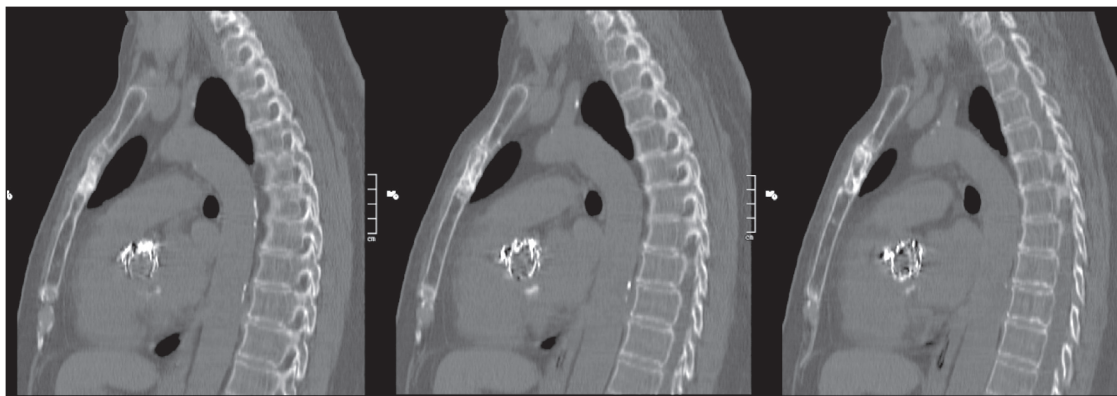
КТ органов грудной клетки. В теле грудины с переходом на рукоятку определяется очаг деструкции костной ткани с преобладанием пластического компонента, разрушающий корковый слой, без признаков формирования внекостного компонента
